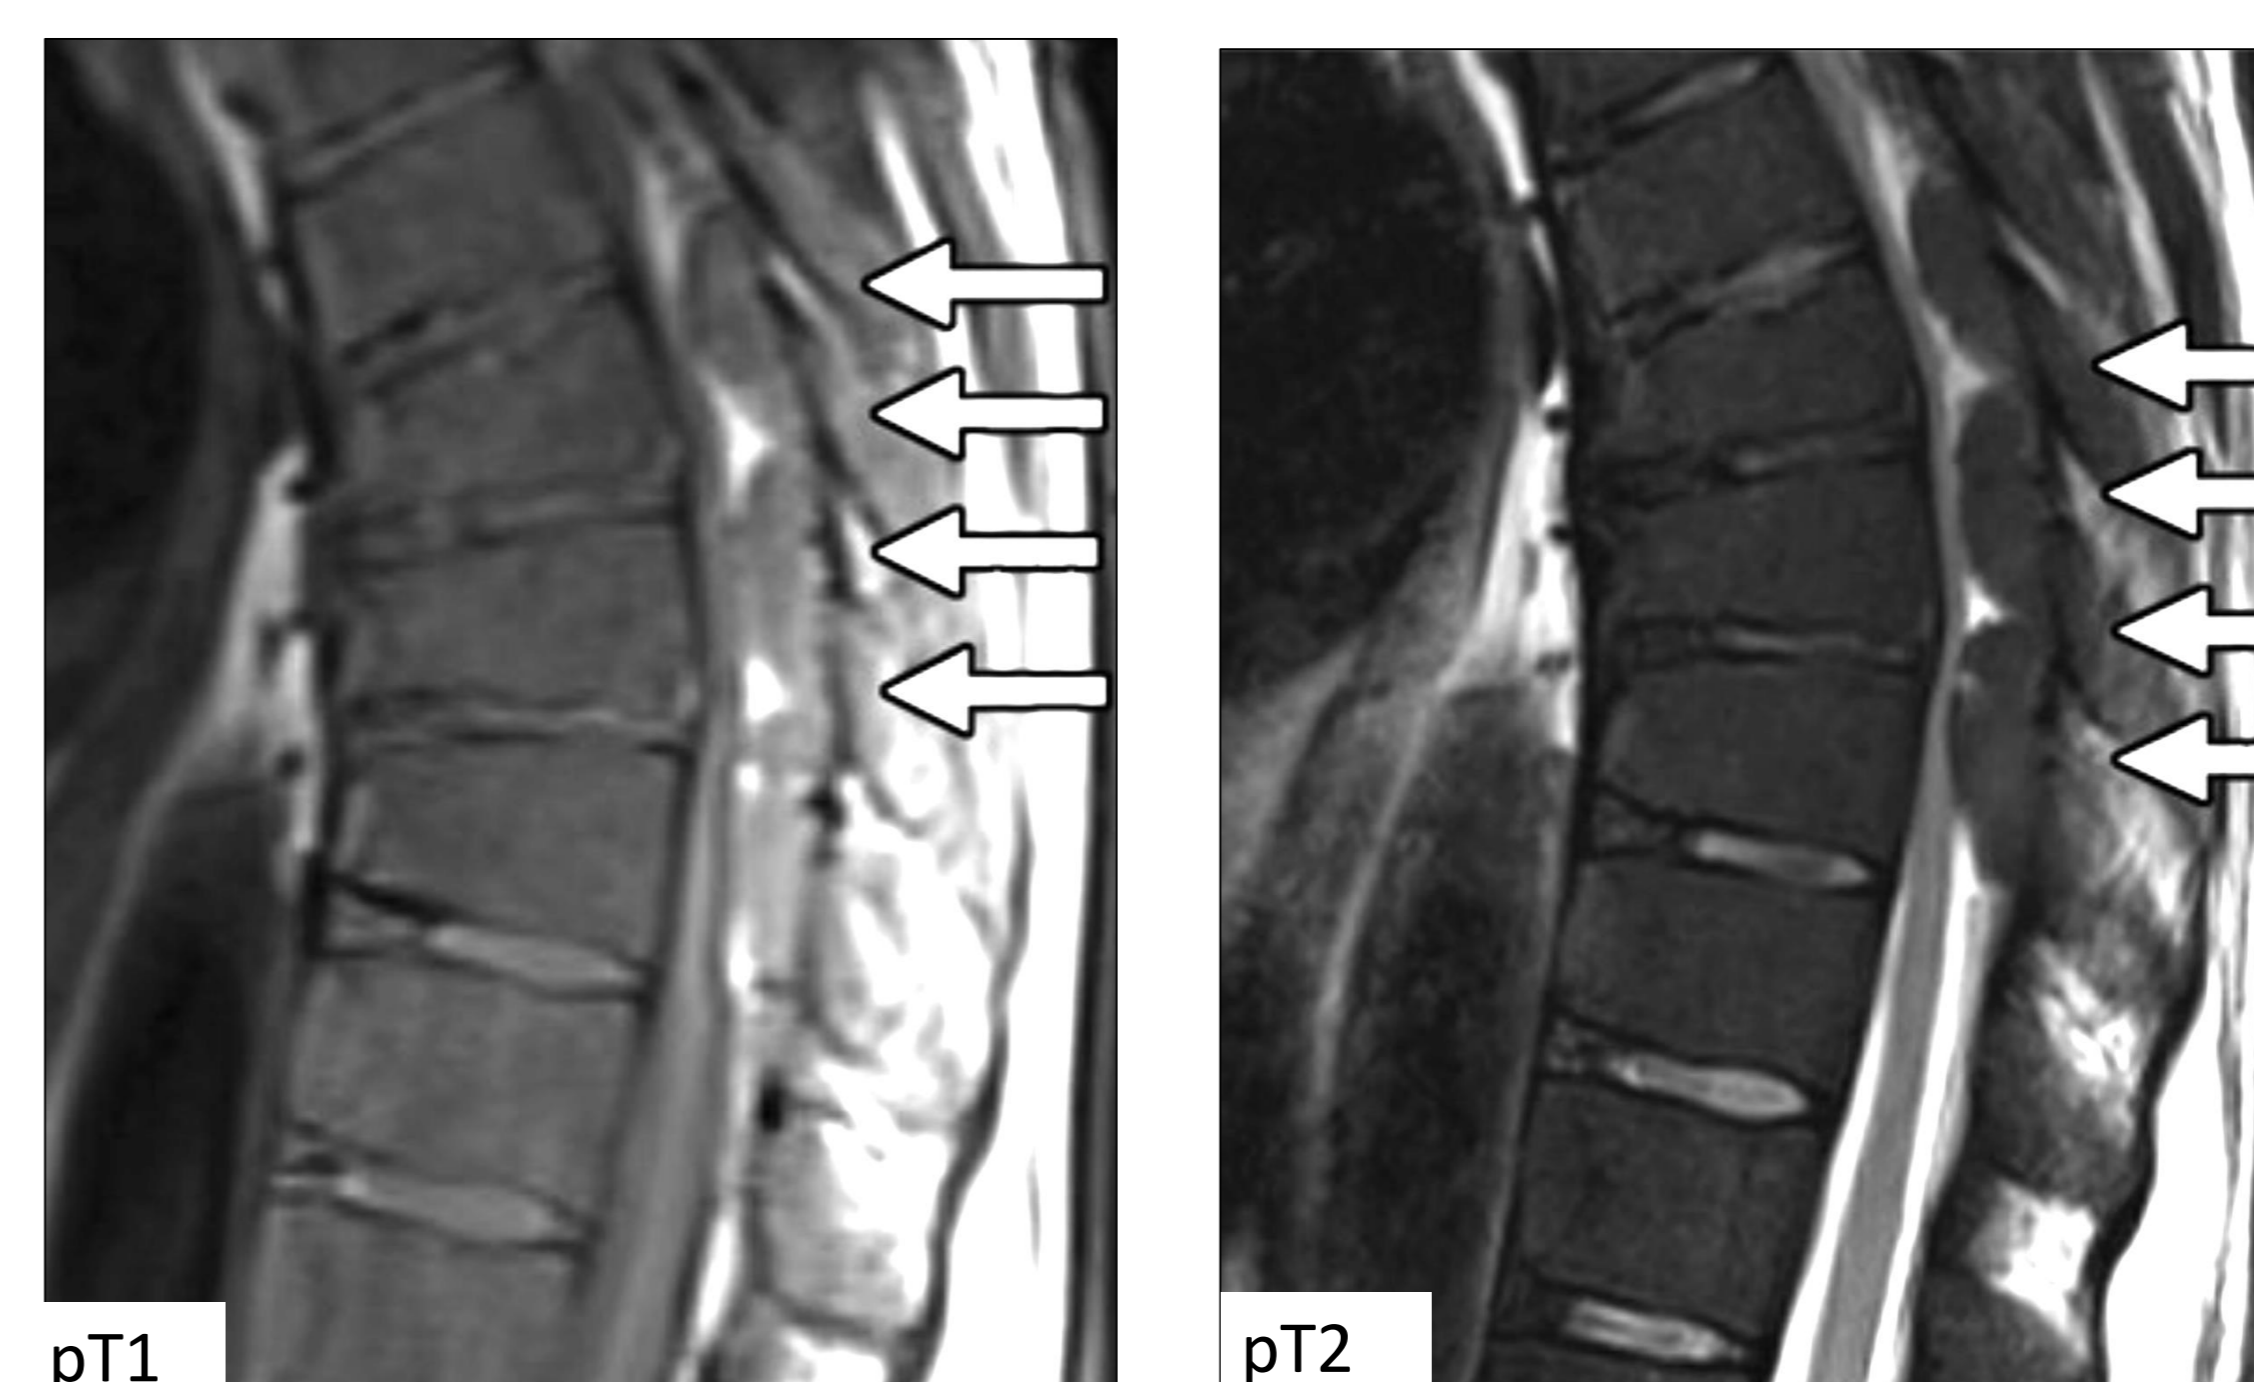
hematopoyesis extramedular epidural posterior. Laur O, Nandu H, Titelbaum DS, Nunez DB, Khurana B. Nontraumatic Spinal Cord Compression: MRI Primer for Emergency Department Radiologists. RadioGraphics. 2019 Oct;39(6):1862–80.
